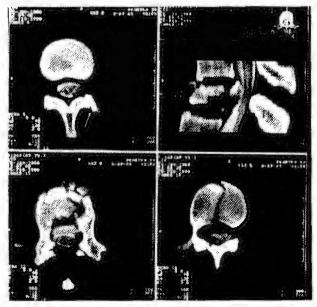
Магнитно-резонансная томография. Перелом позвонка $L_{\rm H}$
